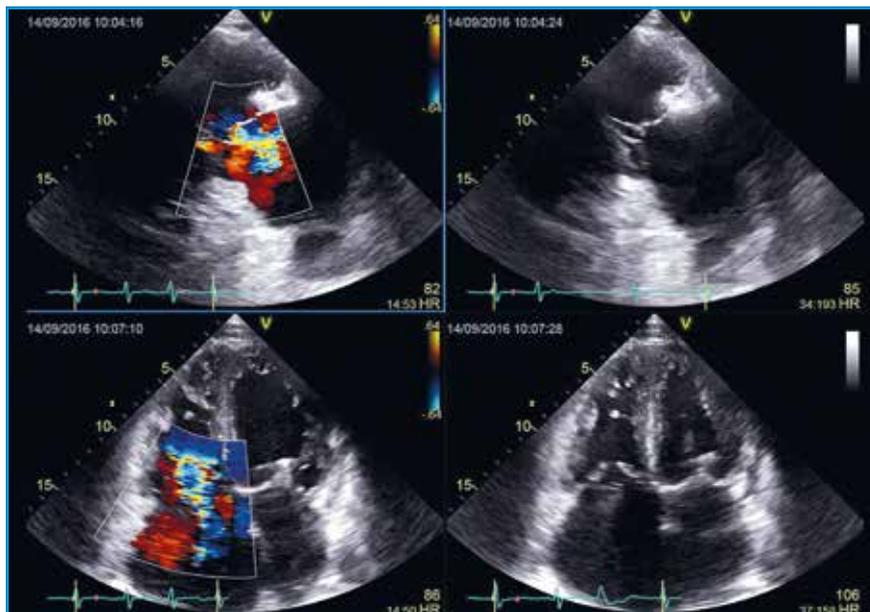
Restriction du jeu de la valve tricuspide avec un anneau tricuspide dilaté. La restriction laisse craindre qu'une annuloplastie isolée ne suffise pas à corriger la fuite. D'autres techniques seront nécessaires. Avant de retenir une décision chirurgicale, on aura évalué la fonction ventriculaire droite en échocardiographie (fraction de raccourcissement de surface, *strain* de la paroi libre, accélération de la contraction isovolumentrique...), peut-être aussi en IRM ou en scintigraphie.
